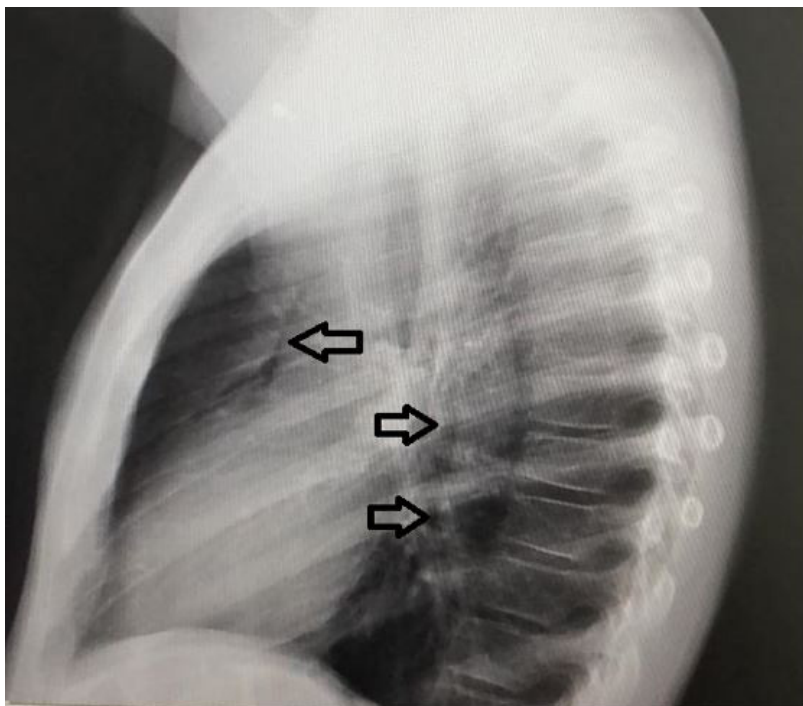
Radiografía de tórax, proyección lateral con neumomediastino.
